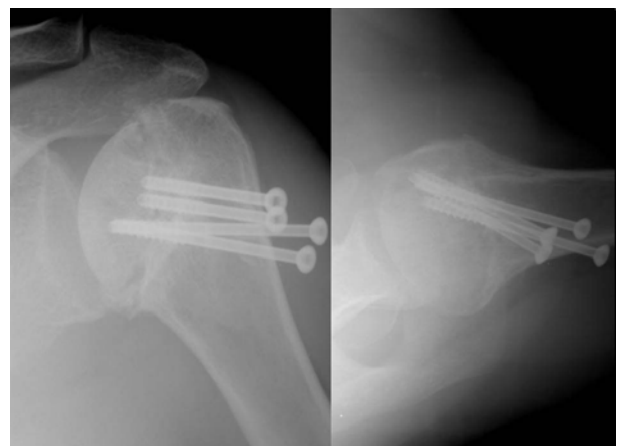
Anteroposterior and axial radiograph show partial avascular necrosis of humeral head after two years of operation.
